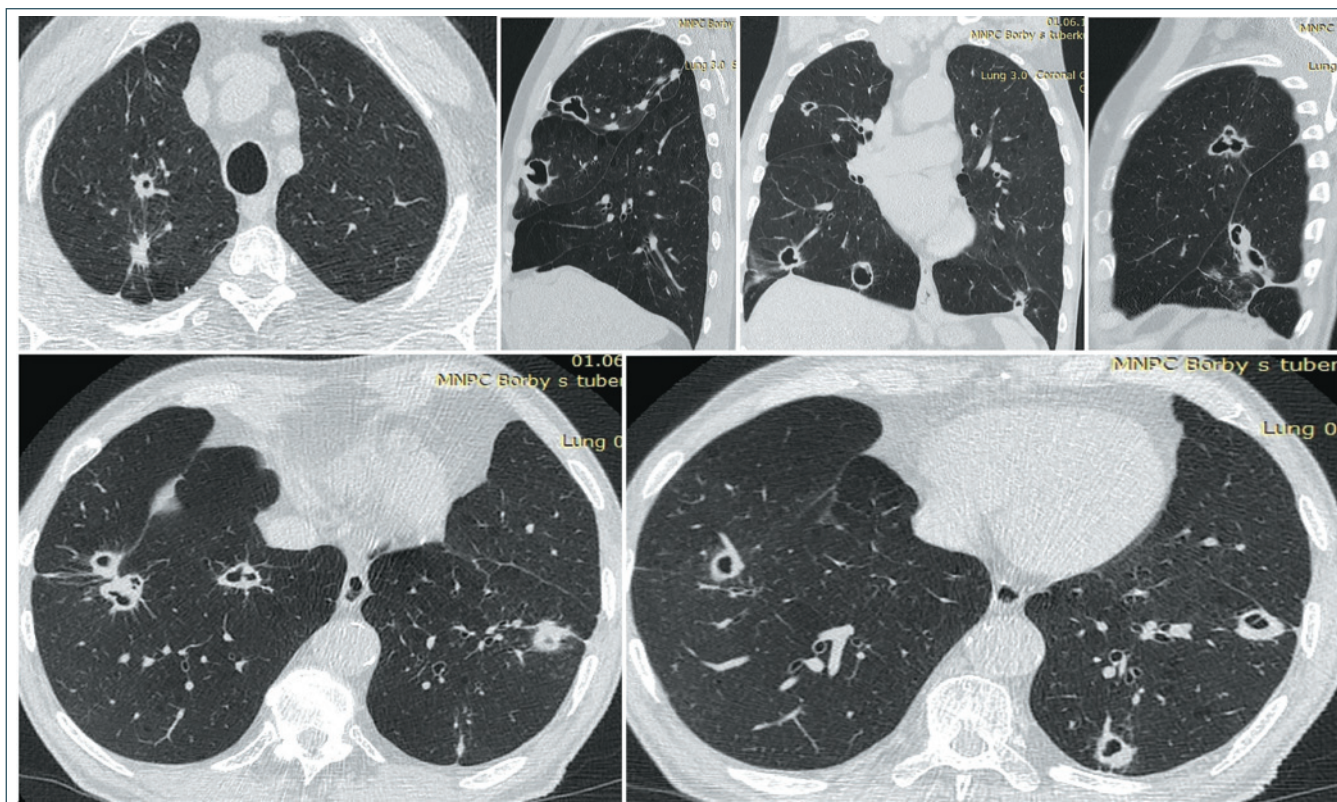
Микобактериоз, вызванный *M. kansasii* (вирулентный тип атипичных микобактерий, вызывающих некротическую реакцию, неотличимую от туберкулеза). КТ органов грудной клетки
